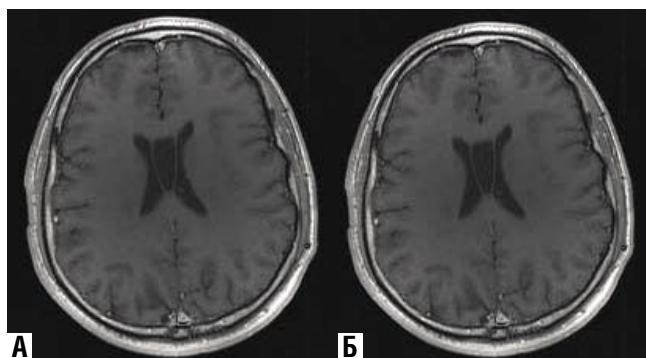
МРТ в T1 ВИ с контрастным усилением (аксиальные срезы) больной X, выполненные до (А) и после (Б) лечения
